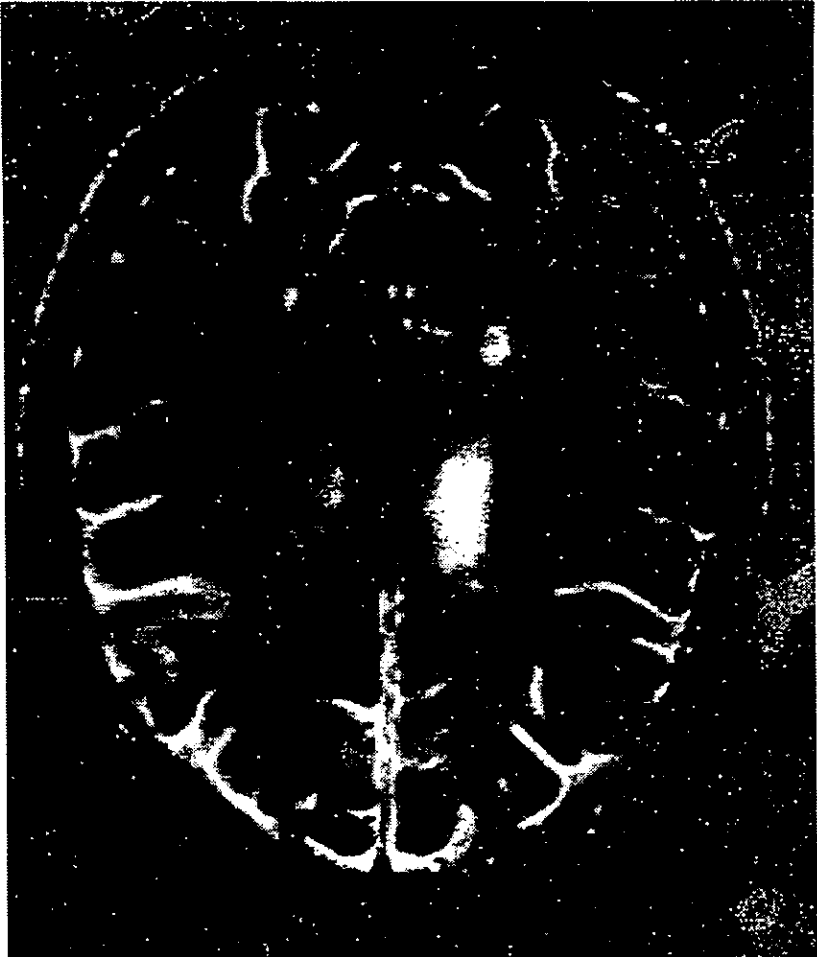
Imagen de Resonancia Magnética en secuencia de T2 ECHO 2, en corte axial, donde se visualiza zonas hiperintensas en la sustancia blanca superficial v profunda.
